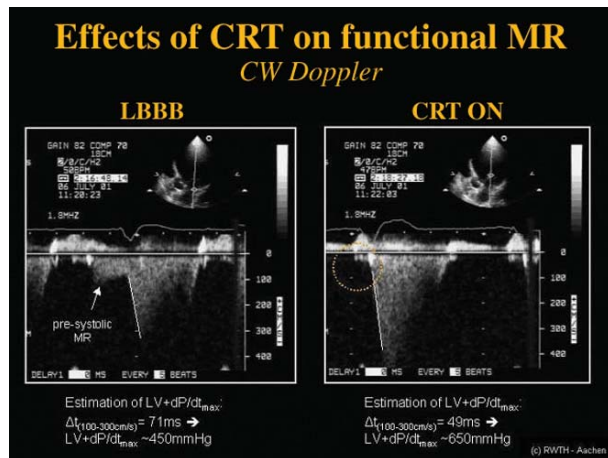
Registrazione CW Doppler dell'insufficienza valvolare mitralica (MR) (proiezione 5 camere apicale) in paziente con CMD e BBS prima (pannello di sinistra) e dopo CRT (pannello di destra). L'insufficienza mitralica diastolica (freccia bianca), non è più evidente nel complesso a destra elettroindotto con AV delay ottimizzato.
